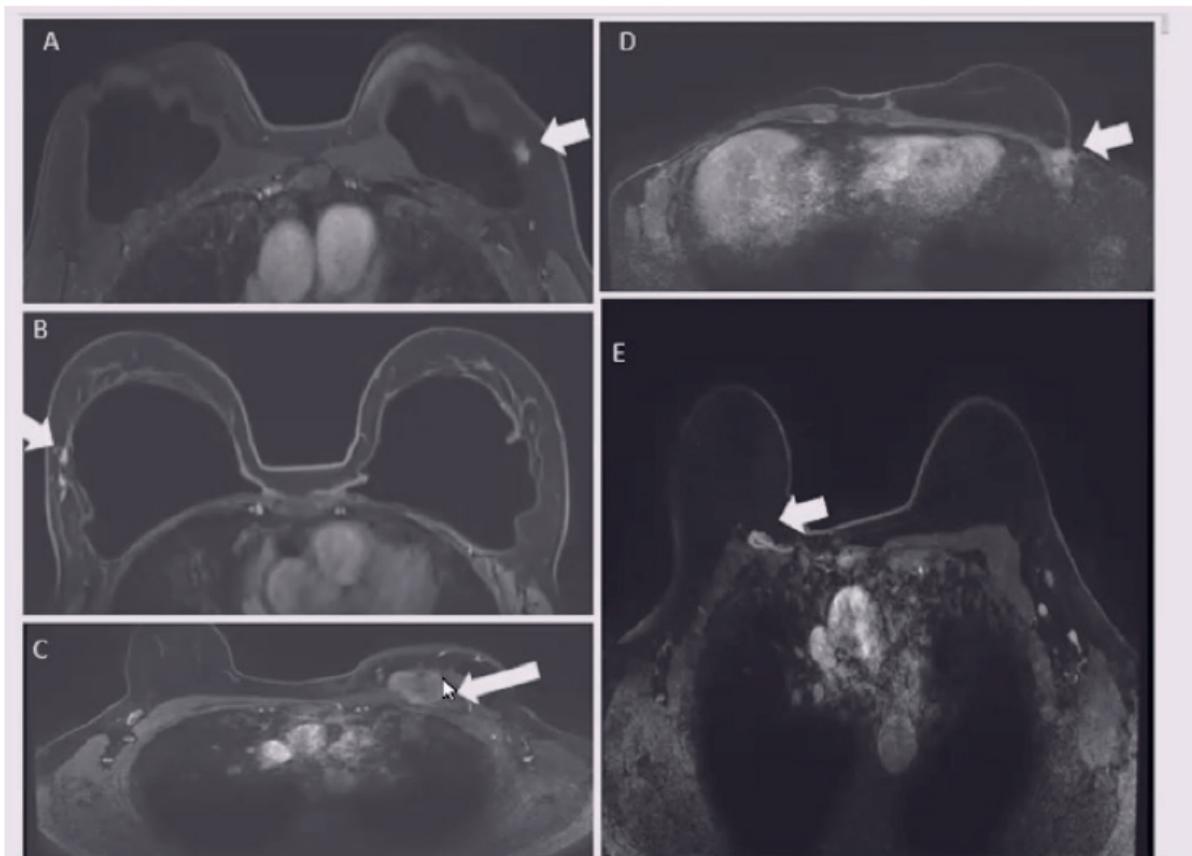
Magnetic resonance imaging showing local recurrences (LR) after breast reconstruction. a–c LR after retro-pectoral implant reconstruction. a, b LR at subcutaneous location, c LR at the anterior border of and invading the pectoralis major, at the superior portion of the reconstructed breast (defined as chest wall or subcutaneous LR). d, e LR in cases of autologous-based reconstruction. d LR and the lateral
